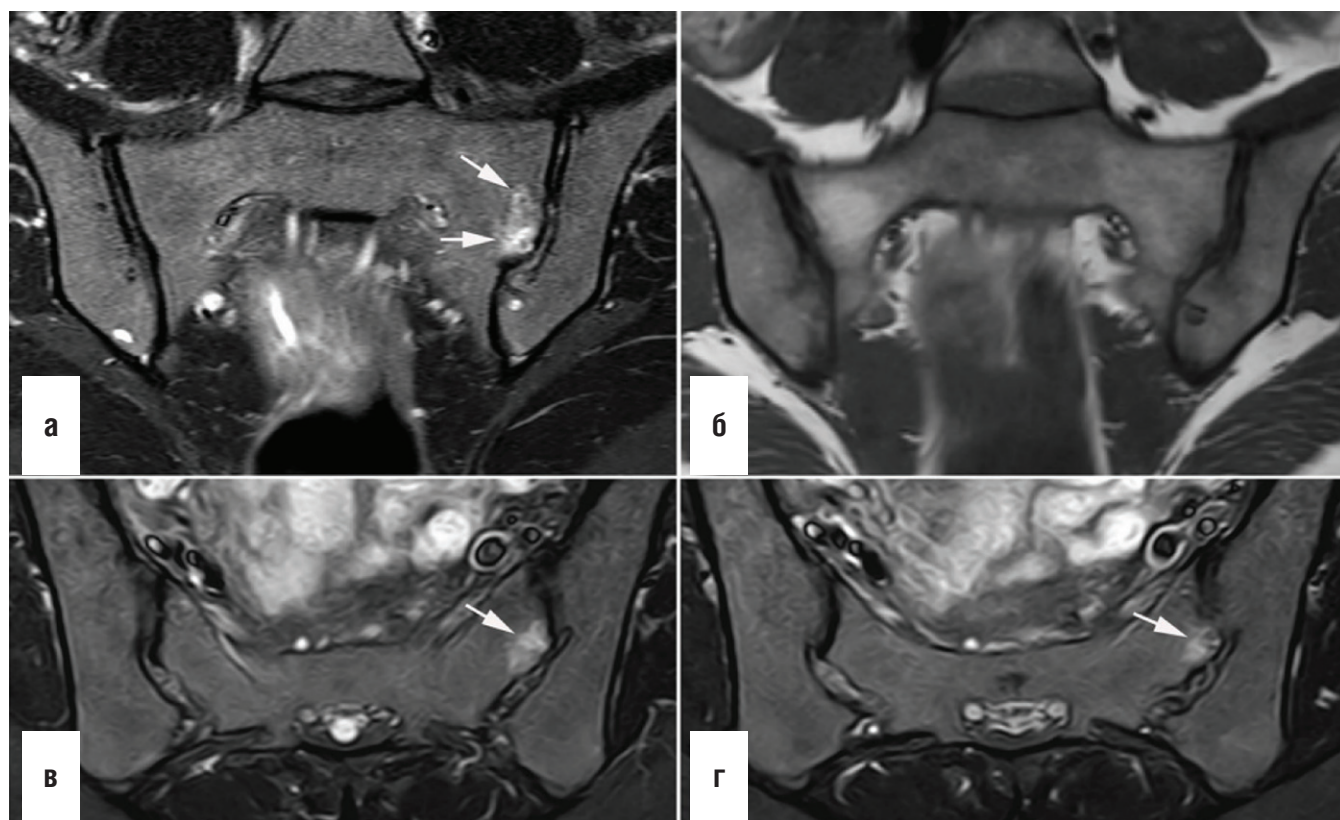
Дисторфические изменения суставов [13]. Магнитно-резонансная томография молодой здоровой женщины-добровольца в послеродовом периоде, полукоронарная проекция в режимах STIR и T1 (а, б), на которой видны дисторфические изменения в левом крестцово-подвздошном суставе: выступающий в подвздошную кость участок крестца с отеком костного мозга (стрелки), а также субхондральная киста ниже в подвздошной кости (жирная стрелка). На двух полуаксиальных срезах (в, г) показано, что отек костного мозга (стрелки) расположен сзади на границе между хрящевой и сухожильной частями крестцово-подвздошного сустава
